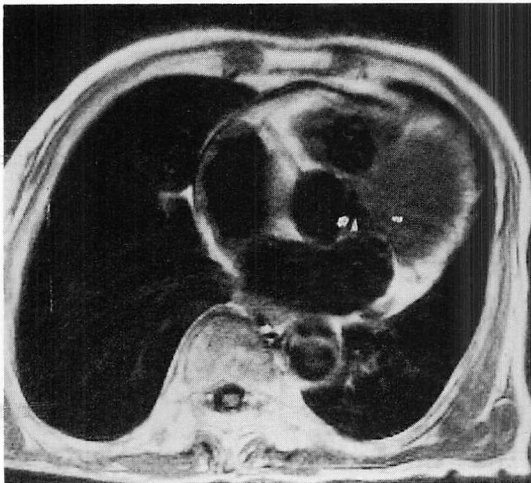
MR image of normal right coronary artery.
